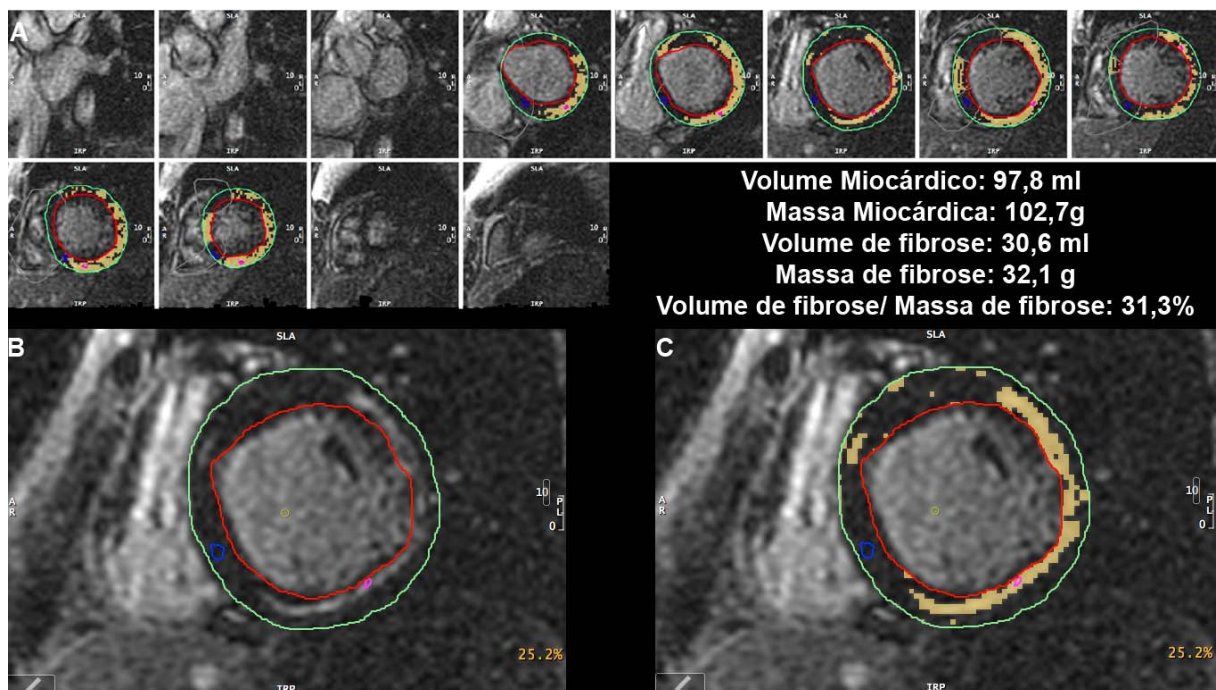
Imagens de quantificação da fibrose miocárdica avaliada pela ressonância magnética analisadas através do *software* CMR42, versão 3.4.2 da empresa Circle Cardiovascular Imaging (Calgary, Alberta, Canadá)
